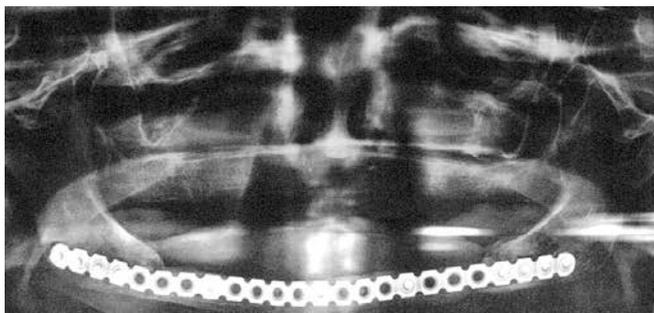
Ортопантомограмма пациентки З., 84 лет, через 16 лет после реконструкции дефекта нижней челюсти пластиной
